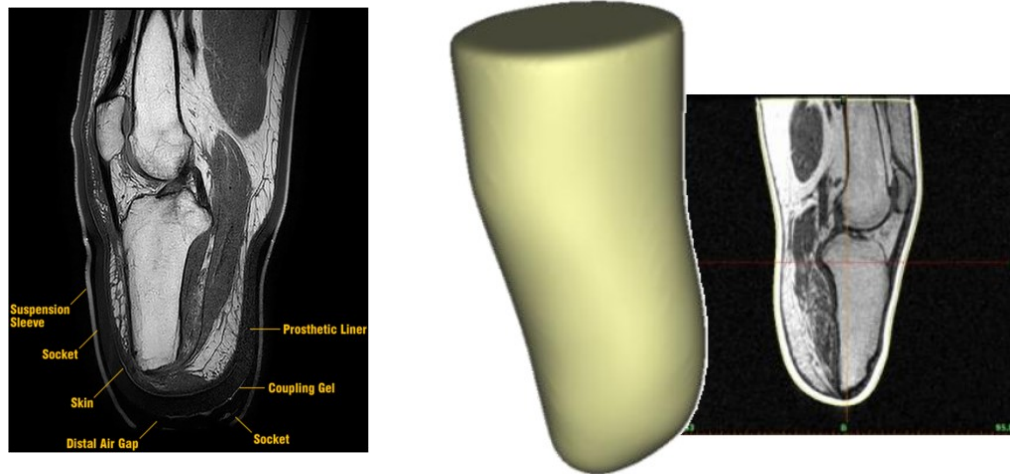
Exemples d'IRM utilisés dans les modèles d'EF du membre résiduel publiés dans les études précédentes [9, 84].
